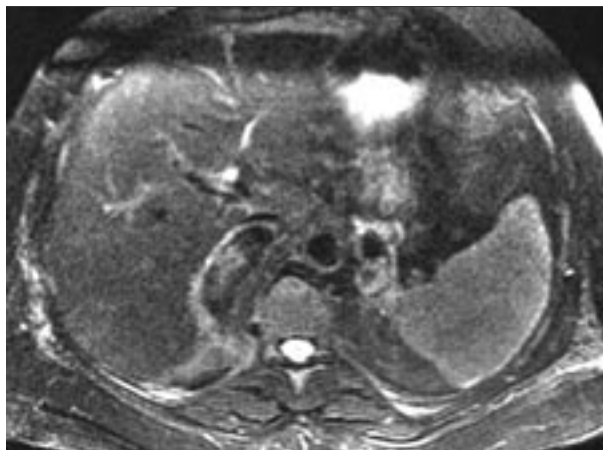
IRM des surrénales en pondération T2. Lésions hétérogènes bilatérales.
